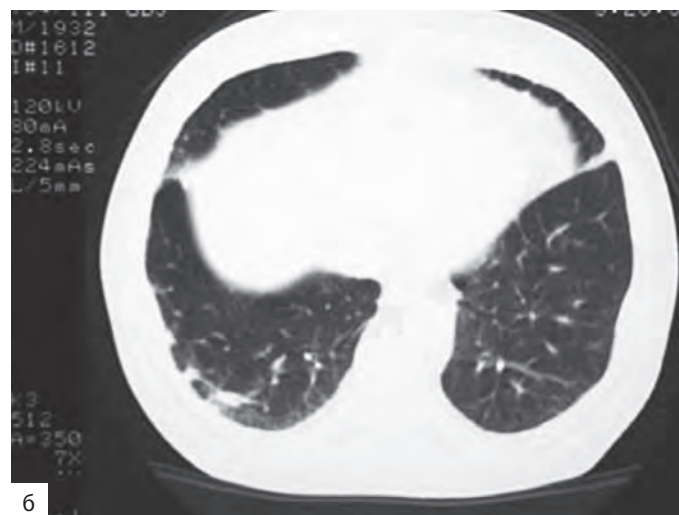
Метотрексат-индуцированное заболевание легких у пациента с ревматоидным артритом: а — рентгенограмма грудной клетки; б — компьютерная томография грудной клетки [13]
